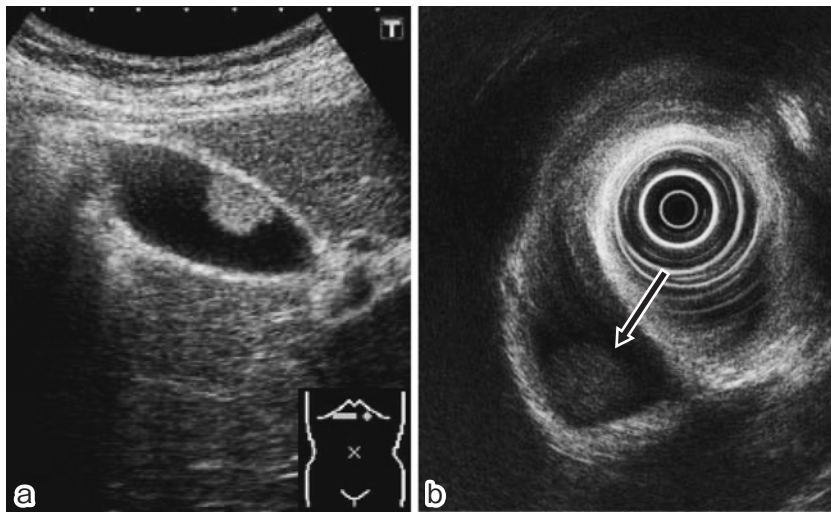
a: 腹部超音波検査(US). b: 超音波内視鏡検査(EUS).
